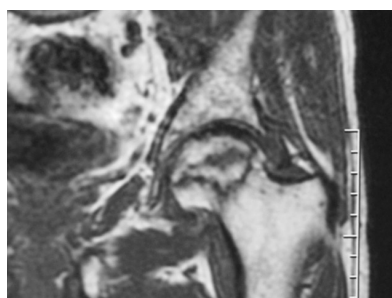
RM SE T1 coronal de pelvis. Halo hipotenso correspondiente a interfase reactiva.
